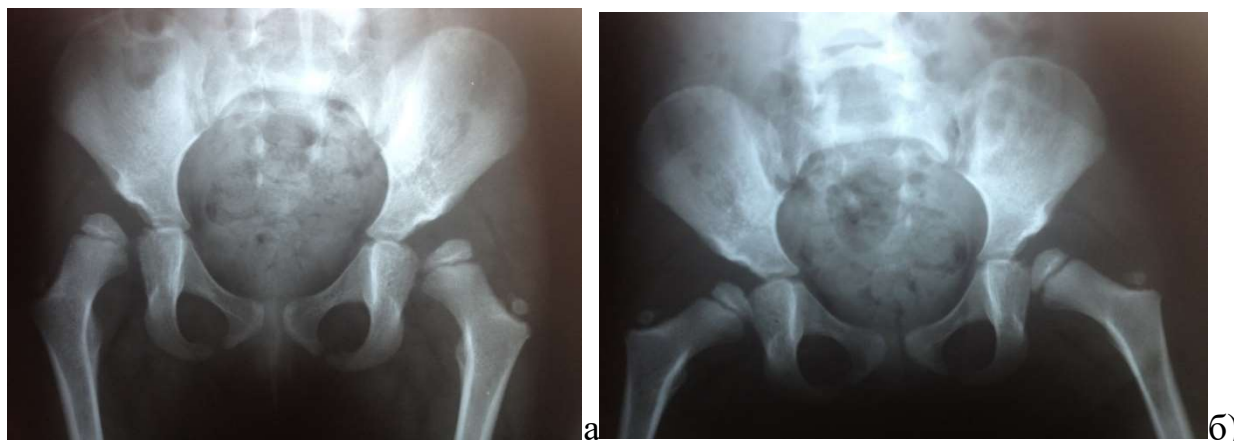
Фотовідбиток рентгенограми пацієнта з дисплазією кульшових суглобів на тлі гіпермобільності суглобів: а) в нейтральній позиції нижніх кінцівок; б) у положенні відведення та внутрішньої ротації нижніх кінцівок (функціональна рентгенограма кульшових суглобів).
